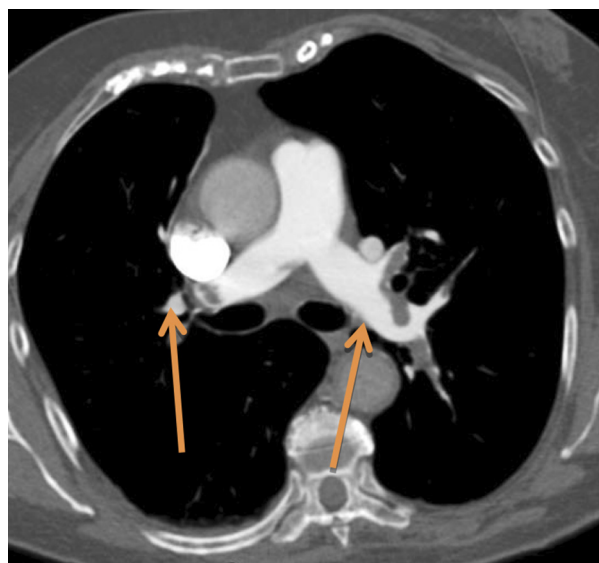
Мультиспиральная компьютерная томограмма пациентки К. от 25.03.2019, артериальная фаза, аксиальная проекция: стрелками показаны дефект наполнения в правой и левой ветвях легочной артерии
